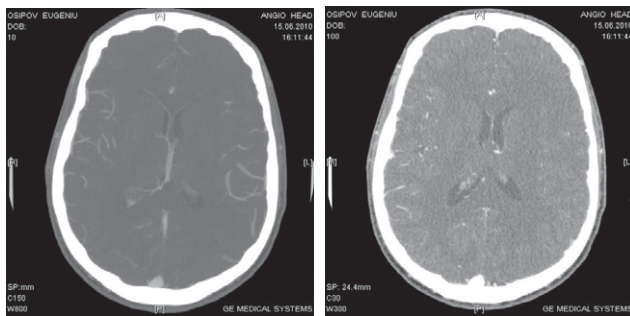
Spiral computed tomography of the head of patient O.
